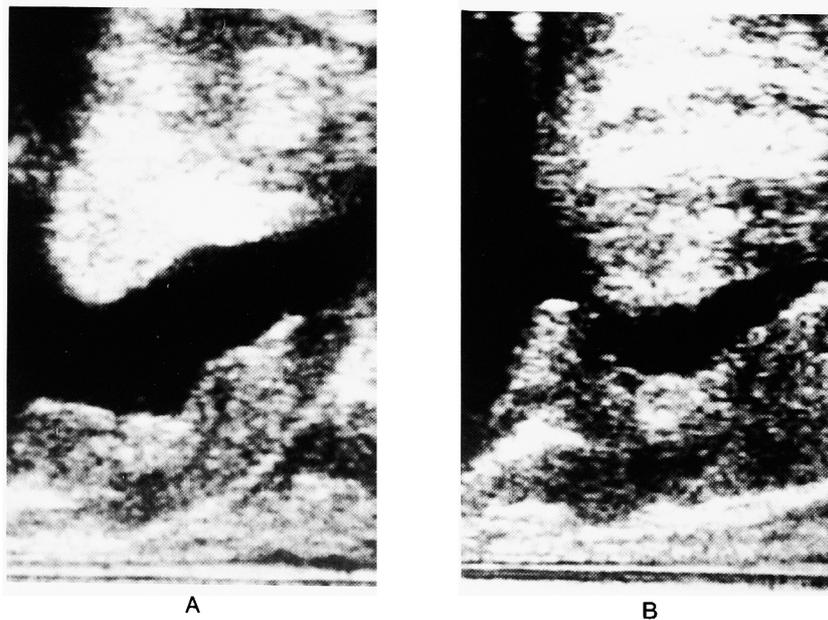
Transrectal ultrasonograms at voiding in normal male subject (A) and a patient with bladder neck contracture (B).
